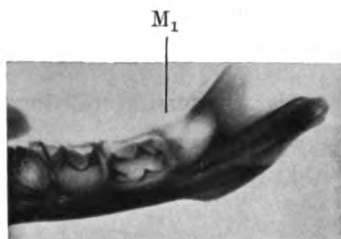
Röntgenogramm der Mandibula des Neugeborenen.
